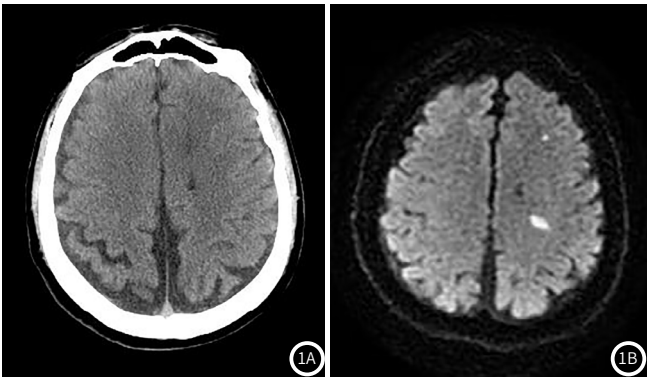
某患者CT、MRI检查图。图1A：CT示左额叶未见明显异常密度灶；图1B：MR示左额叶多发腔隙性亚急性脑梗塞灶。
